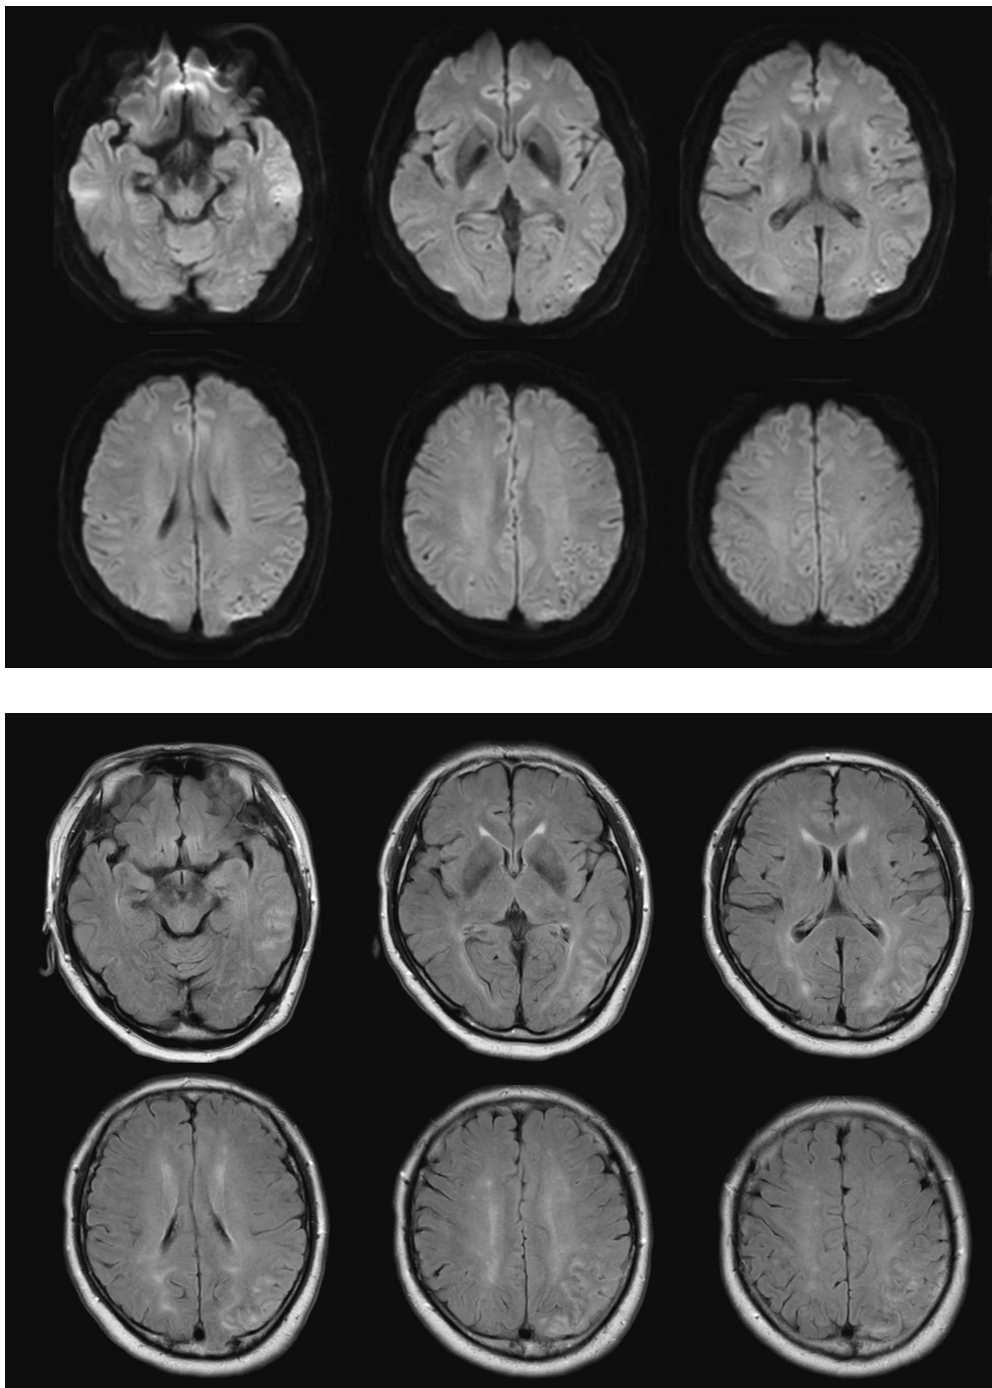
発症翌日の頭部 MRI 画像（上段から 拡散強調画像，FLAIR 画像）
